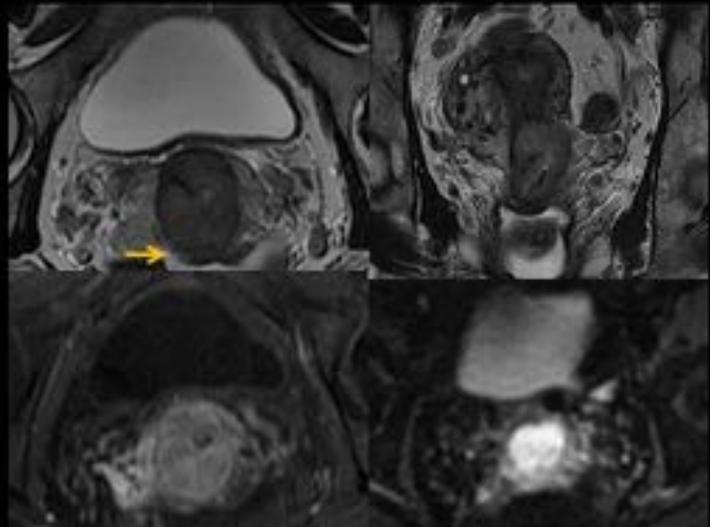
CARCINOMA CERVICAL Imágenes axiales y coronales T2, DWI y estudio dinámico muestran masa hipointensa mal delimitada en el estroma cervical que fue confirmada en el estudio histológico
